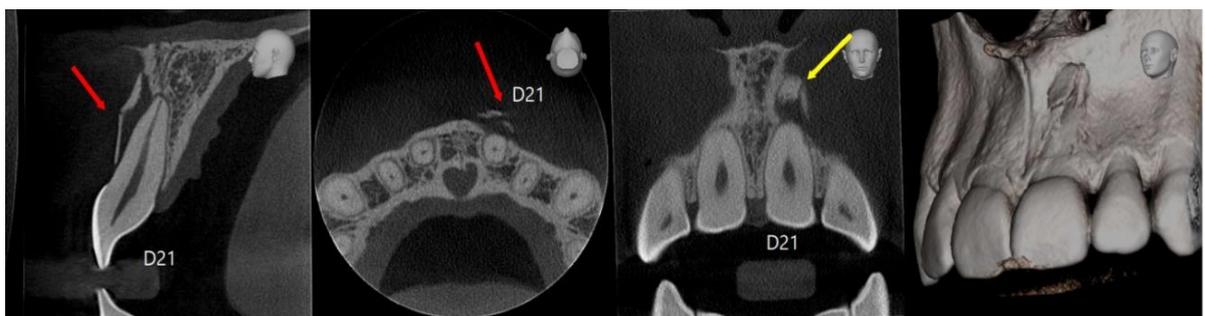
Planos sagital, coronal e axial da CBCT mostrando a fratura do processo alveolar e deslocamento dentário, e a reconstrução 3D do aspecto inicial do paciente.
